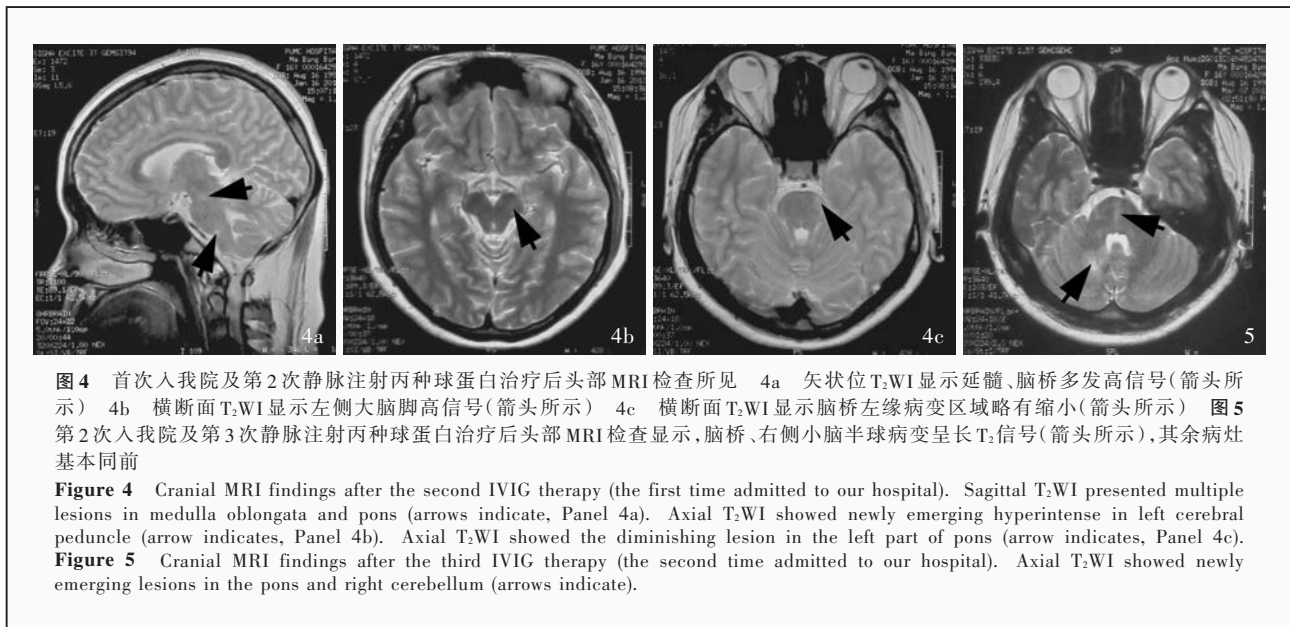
首次入院及第 2 次静脉注射丙种球蛋白治疗后头部 MRI 检查所见 4a 矢状位 T₂WI 显示延髓、脑桥多发高信号(箭头所示) 4b 横断面 T₂WI 显示左侧大脑脚高信号(箭头所示) 4c 横断面 T₂WI 显示脑桥左缘病变区域略有缩小(箭头所示) 图 5 第 2 次入院及第 3 次静脉注射丙种球蛋白治疗后头部 MRI 检查显示,脑桥、右侧小脑半球病变呈长 T₂信号(箭头所示),其余病灶基本同前
